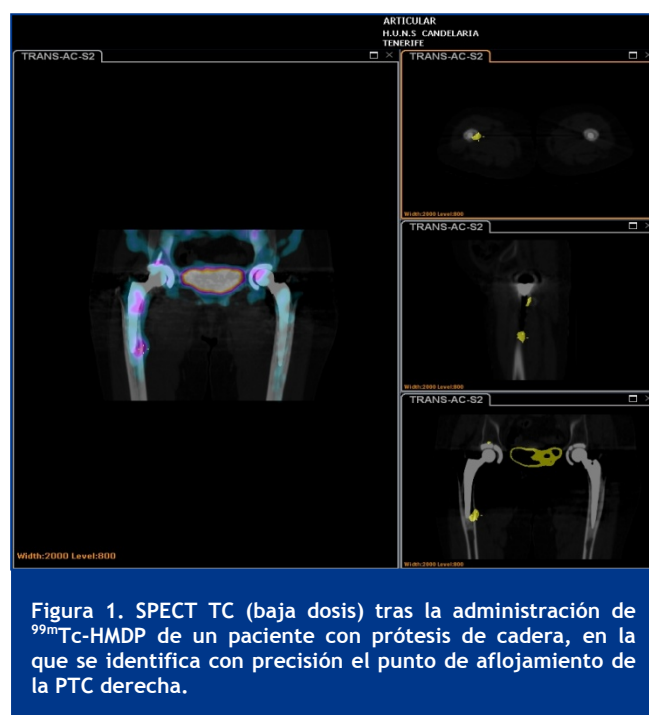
SPECT TC (baja dosis) tras la administración de  $^{99m}\text{Tc}$ -HMDP de un paciente con prótesis de cadera, en la que se identifica con precisión el punto de aflojamiento de la PTC derecha.
